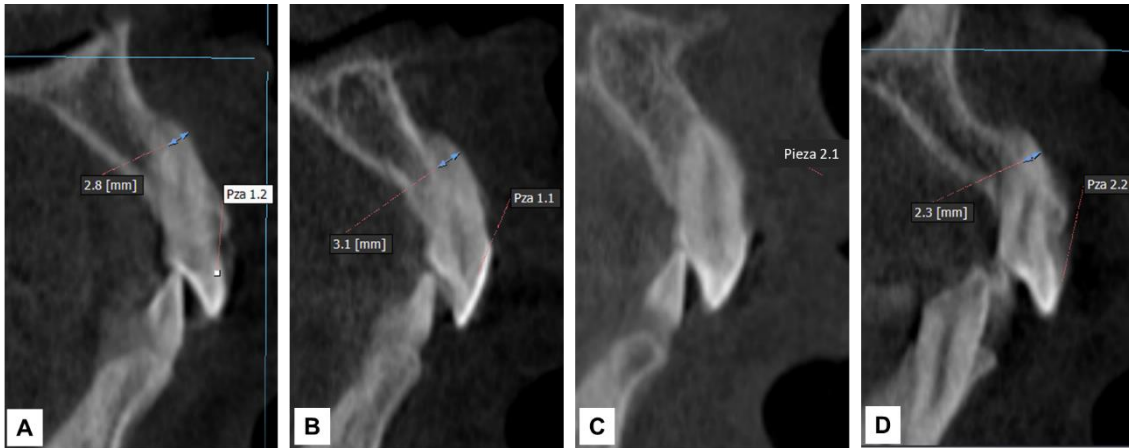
Tomografía Cone Beam pre operatoria - vista sagital: Eje dentario y porción radicular apical expuesta A. Pieza 1.2: 2.8mm B. Pieza 1.1: 3.1mm C. Pieza 2.1: 1mm D. Pieza 2.2: 2.3mm
